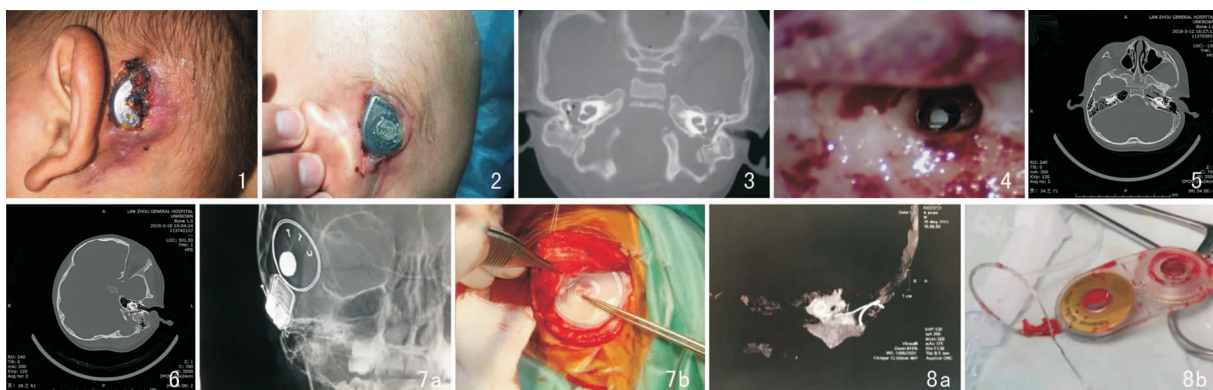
1例植入澳大利亚CR24RE(CA)弯电极术后2周出现皮瓣坏死 图2 1例植入澳大利亚CR24RE(CA)弯电极术后1月皮瓣坏死植体裸露 图3 CI术后脑脊液耳鼻漏合并颅内感染 图4 术中电钻钻头断裂至鼓阶内 图5 电极未植入耳蜗(从耳蜗后下植入) 图6 二次手术重新植入电极 图7 磁铁移位及再植入 7a:X线检查明确磁铁移位; 7b:磁铁再植入 图8 植体故障 8a:影像学检查显示植体形态正常; 8b:术中取出植体
